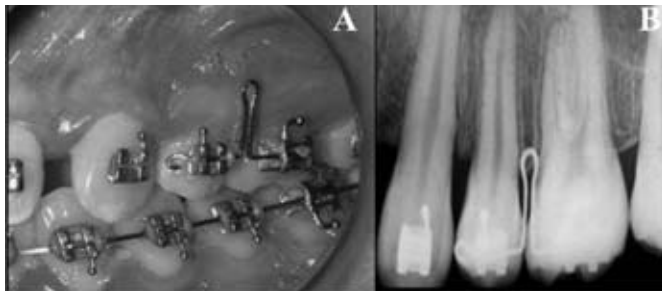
Fio guia A) Instalado no dente adjacente; B) Radiografia periapical.
